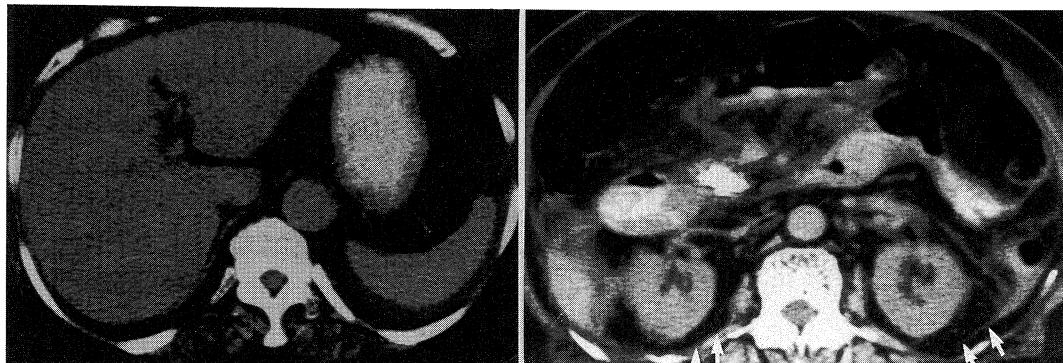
Abdominal plain CT scan at the level of the L1 vertebral body and the L3 vertebral body on admission.
